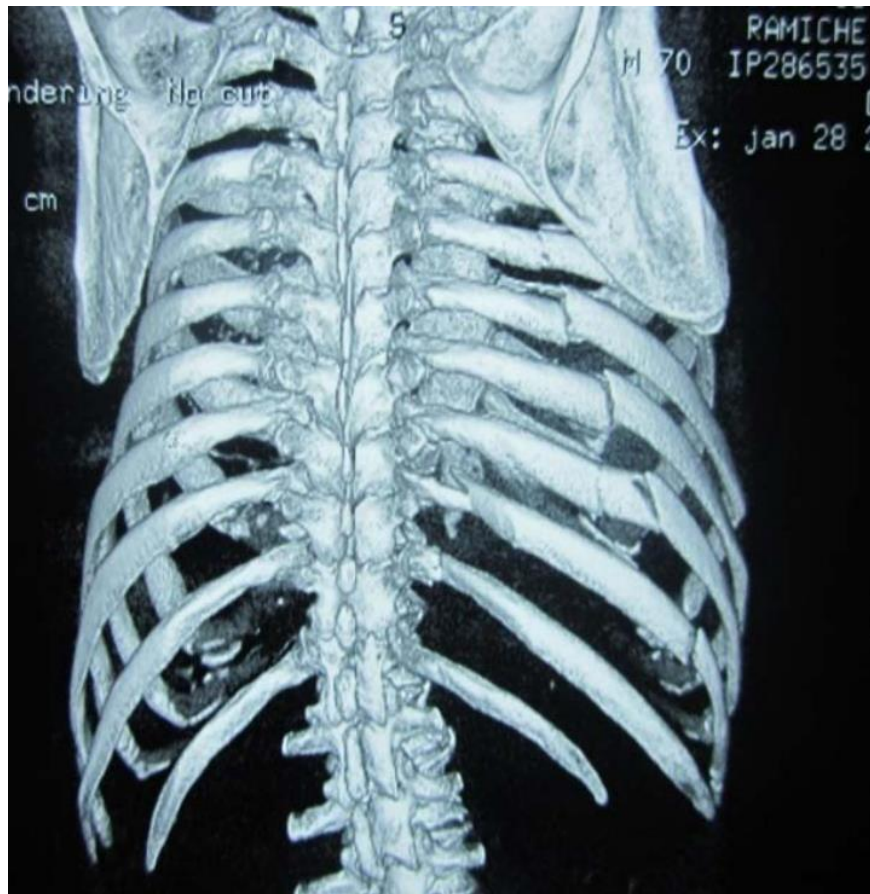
TDM thoracique en reconstruction 3D VR objectivant un volet thoracique droit
